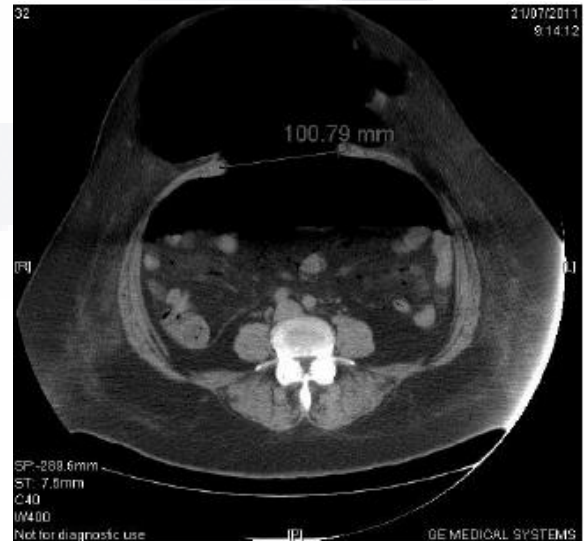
Tomografía con neumoperitoneo y reducción espontanea de asas intestinales.
